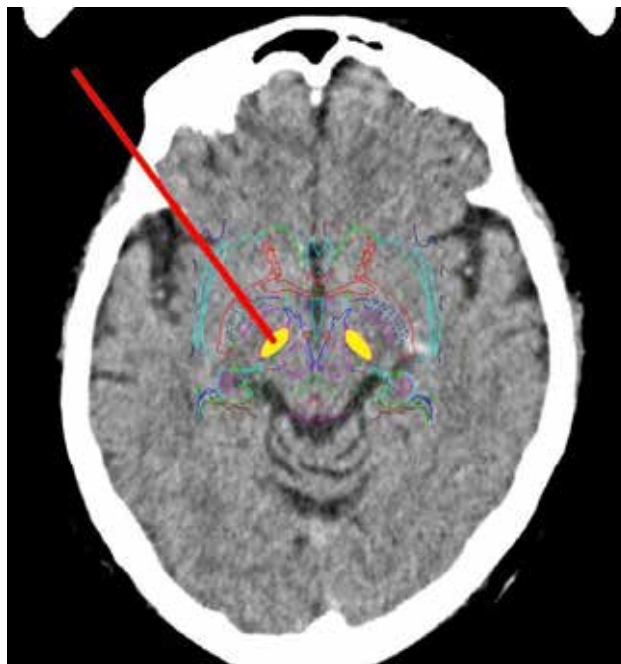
Fusión del Atlas de estereotaxia digitalizado de Schaltenbrand y Wahren con tomografía estereotaxica. Se observa la orientación espacial del Núcleo subtalámico y la planificación de la trayectoria del electrodo.
